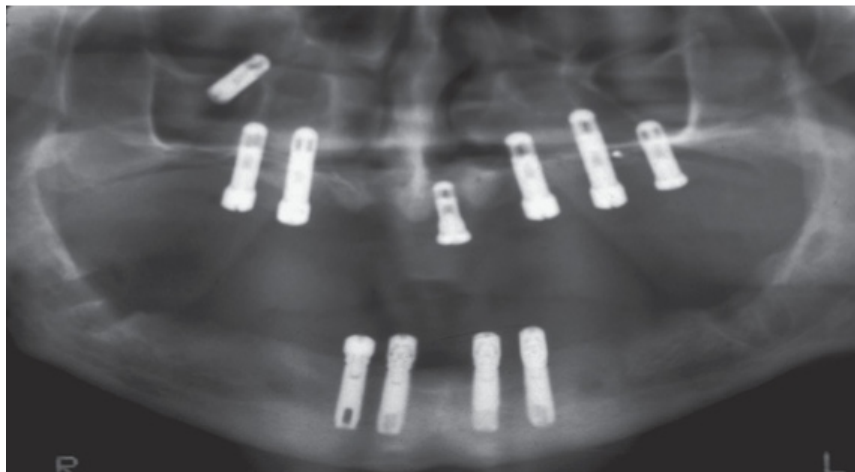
Radiografia panorâmica onde é possível observar a localização de um implante no interior do seio maxilar direito (Misch; Resnik; Misch-Dietsh, 2007).
